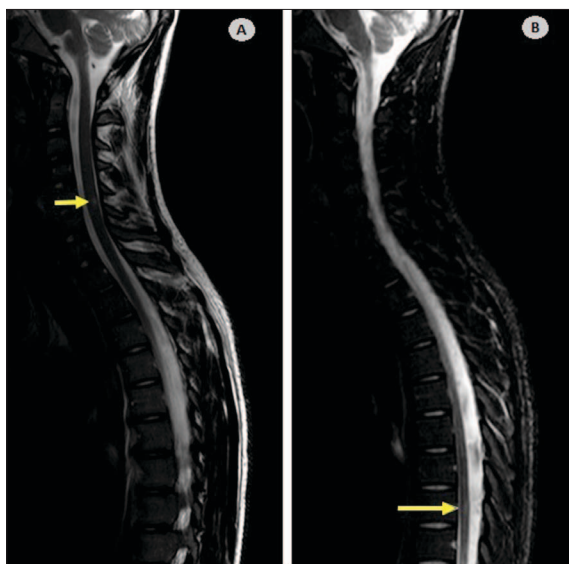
Achados da RM medular do caso 2.
